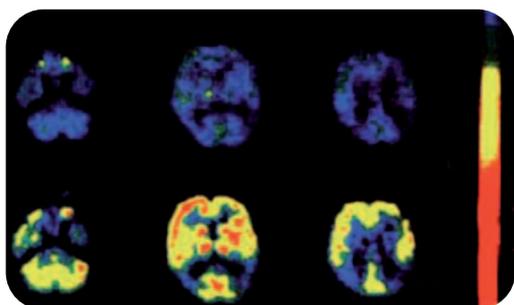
Imagem de PET (tomografia por emissão de pósitrons) mostrou aumento do metabolismo da glicose no cérebro. Em azul, a imagem antes da suplementação, com pouca produção energética. Em vermelho, o aumento do metabolismo após 3 semanas de suplementação.
